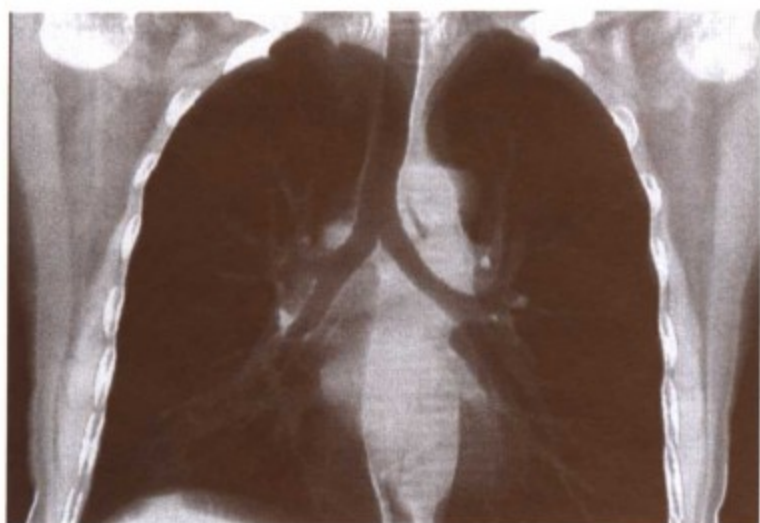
多层螺旋 CT 重建的 CVR 冠状面图像
